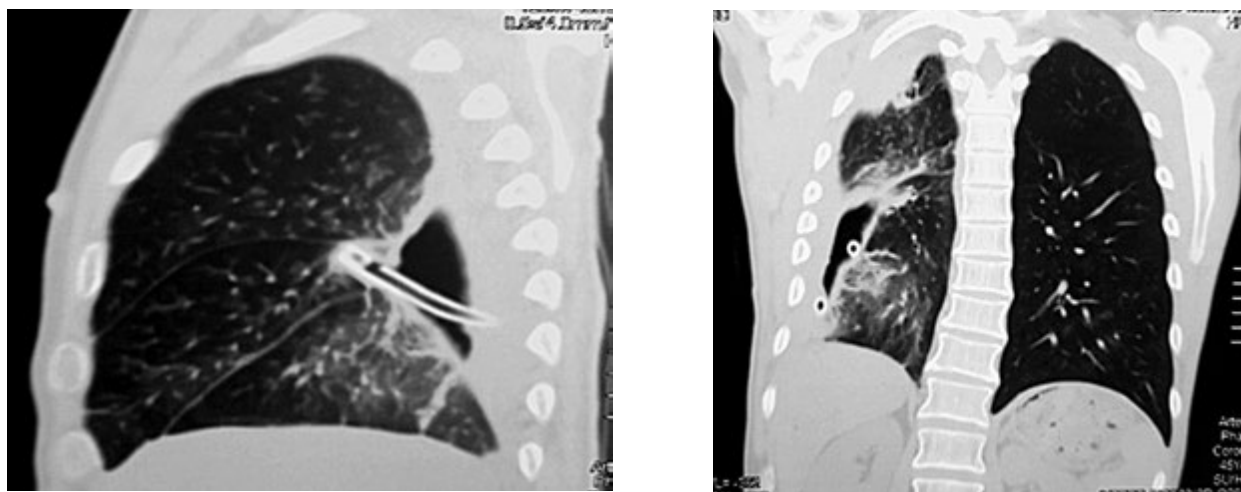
Пацієнт М., 44 роки. СКТ ОГК через 14 днів після оперативного втручання, плевральна порожнина санована та дренована
